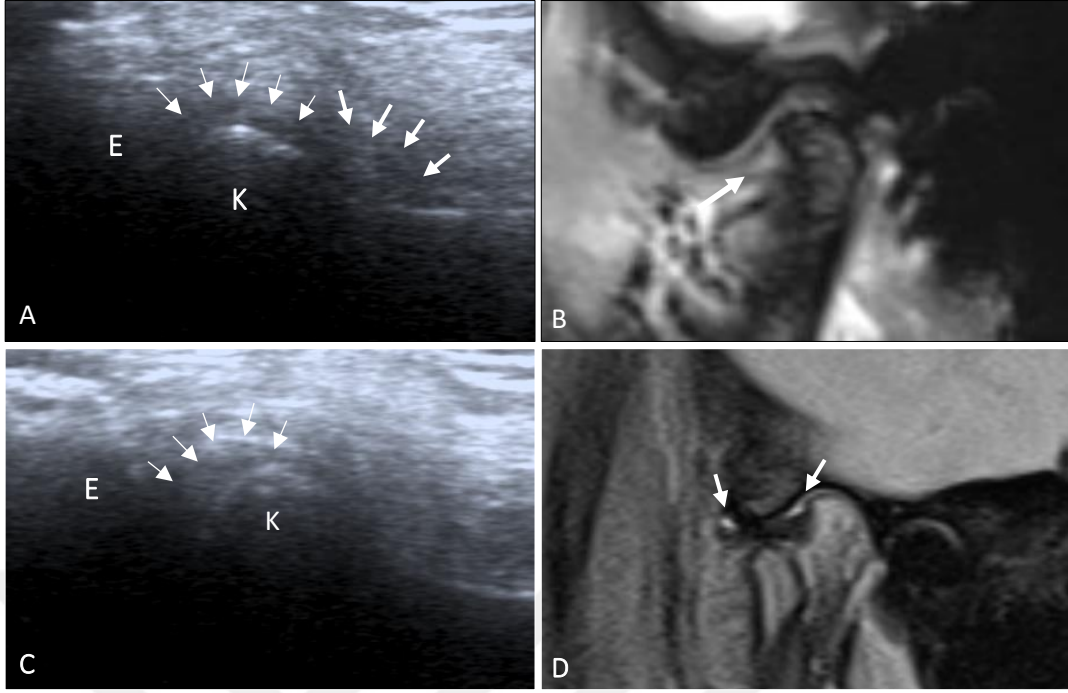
Her iki görüntüleme yönteminde redüksiyonlu disk deplasmanı tanısı konulan 16 numaralı hastanın sol TME'sinin ağız kapalı pozisyonda USG (A) ve MRG (B) görüntüsü Aynı hastanın ağız açık pozisyonda USG (C) ve MRG (D) görüntüsü (USG görüntülerinde üst: anterior, sağ süperior)
